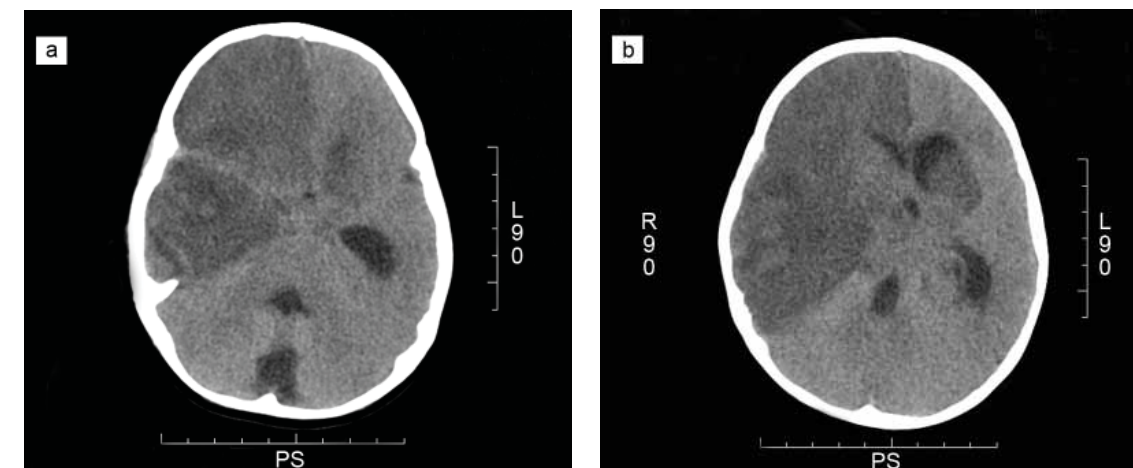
Tomografías axiales computarizadas. a) Se evidencia lesión hemisférica hipodensa derecha. b) Se puede apreciar edema bihemisférico, asociación a herniación subfalcina y extensa lesión isquémica hemisférica derecha
